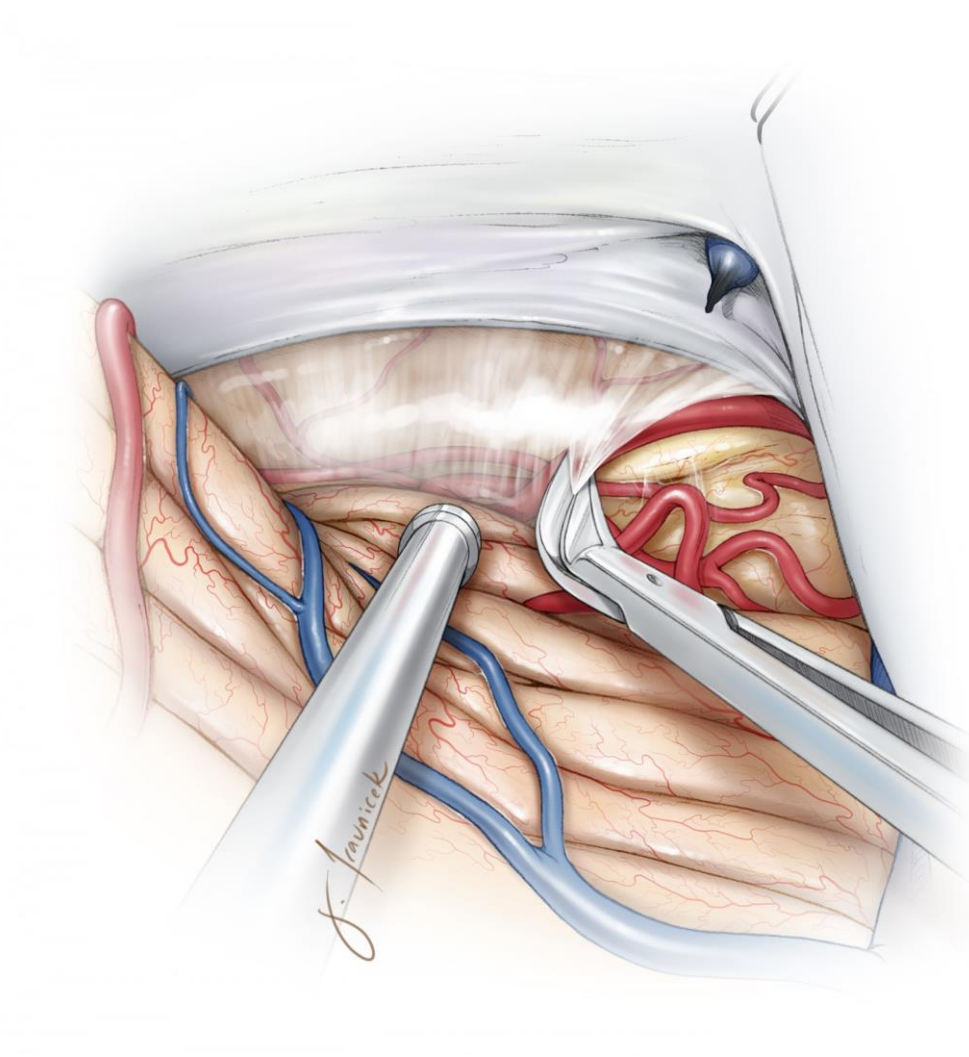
一两条中线旁的中线小脑蚓部桥静脉被牺牲。大的中线旁静脉被保留完好。注意天幕后的缝线。这些缝线能够轻柔地拉动横窦。超声多普勒能够确认窦是否开放并且确认移动静脉窦的安全程度。
